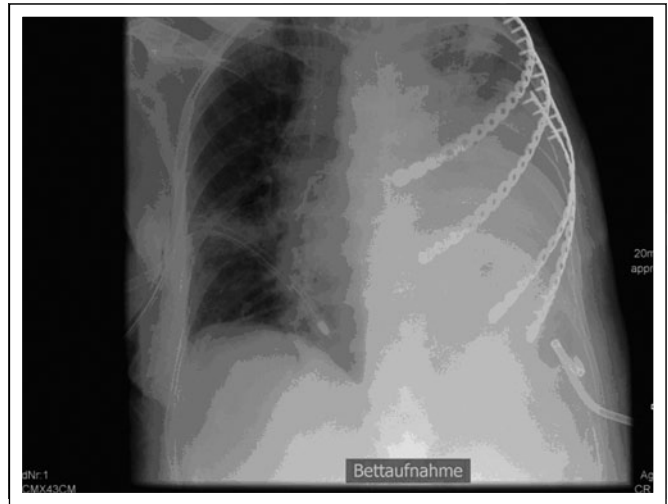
Liegende Bülau-Drainage und liegende Pigtail-Drainage – Verlaufsröntgen bei zunehmender respiratorischer Insuffizienz
